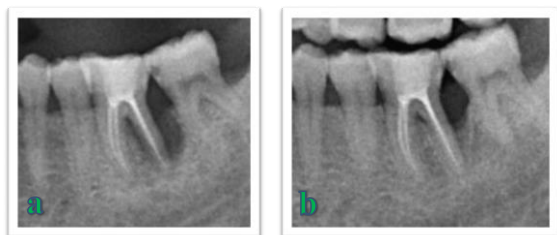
The radiographic x-ray before and after 2-years follow-up of the second case.
